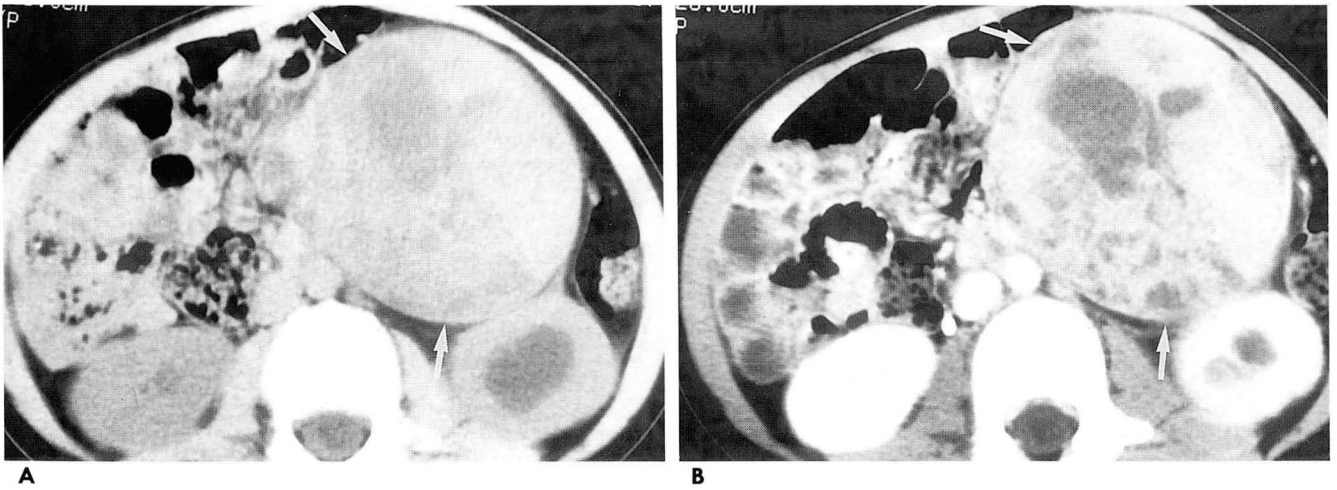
Pre-contrast (A) and post-contrast (B) abdominal CT scans at the level of mid-portion of kidneys show a large, well-defined, retroperitoneal mass (arrows) anterior to, and apparently separated from the left kidney. The solid portion and capsule of the mass have been enhanced inhomogeneously, and multiple hypodense areas with variable size and shape on pre-contrast scan (A) remains hypodense on post-contrast scan (B). Note the associated left hydronephrosis.
